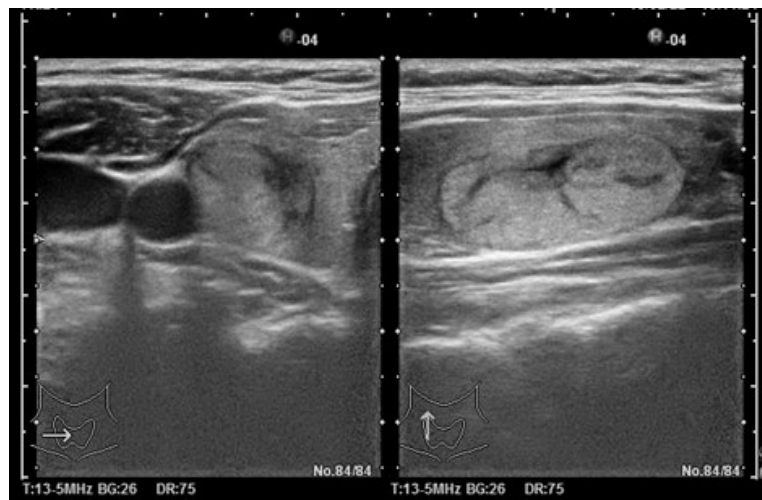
Giraffe appearance (等～高エコー腫瘍が低エコー帯で分割されている)
